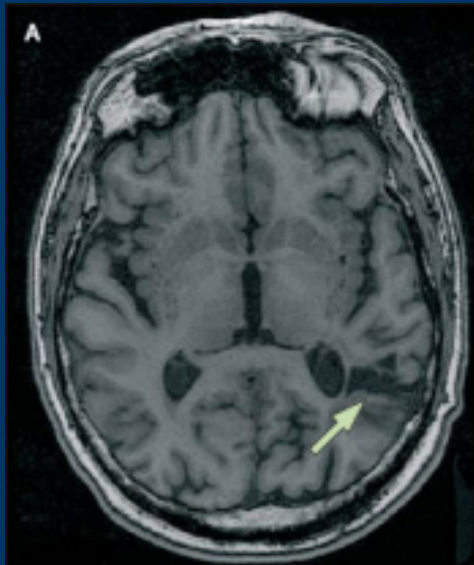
T1-weighted MRI showing silent brain infarcts
